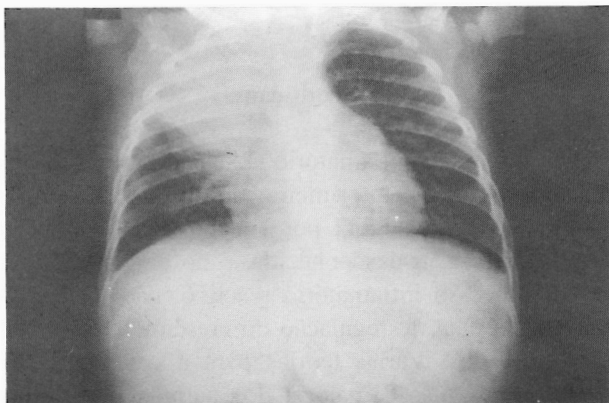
Radiografia do tórax em decúbito dorsal, mostrando opacificação do 1/3 superior do hemitórax direito e elevação da pequena cissura.
